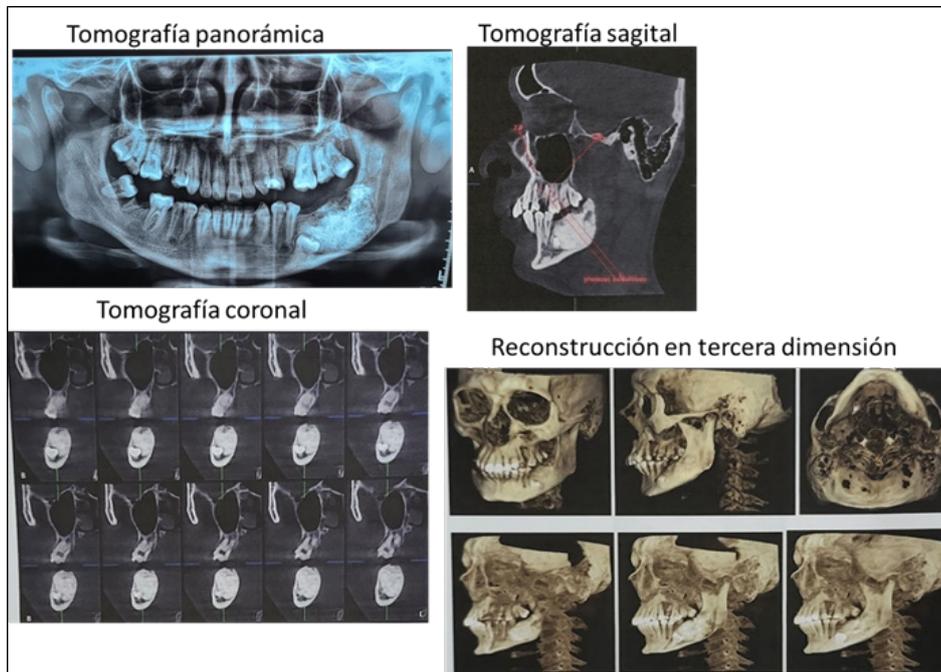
Tomografía panorámica. Tomografía sagital. Tomografía coronal. Reconstrucción en tercera dimensión. Reconstrucción en tercera dimensión
